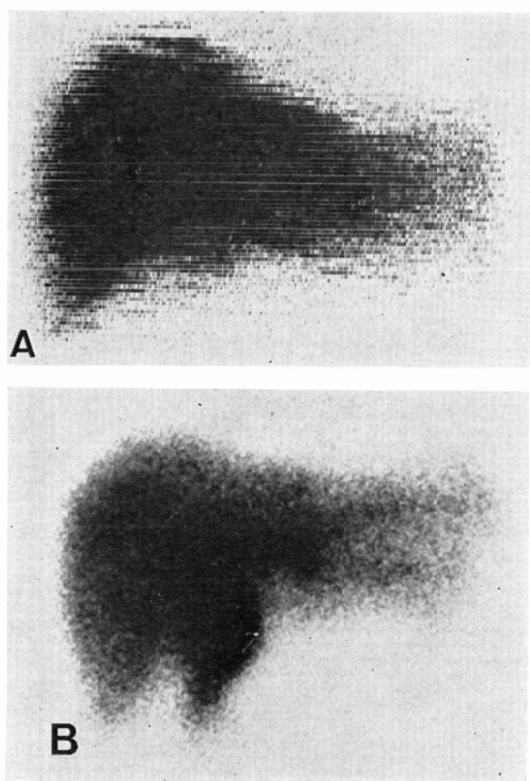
Type 5. Case 22. ^{99m}Tc -phytate scintigram showing ill-defined lateral border of left lobe and suggesting overlap with spleen (A). ^{99m}Tc -PI scintigram showing indentation in lateral segment of left lobe (B).
